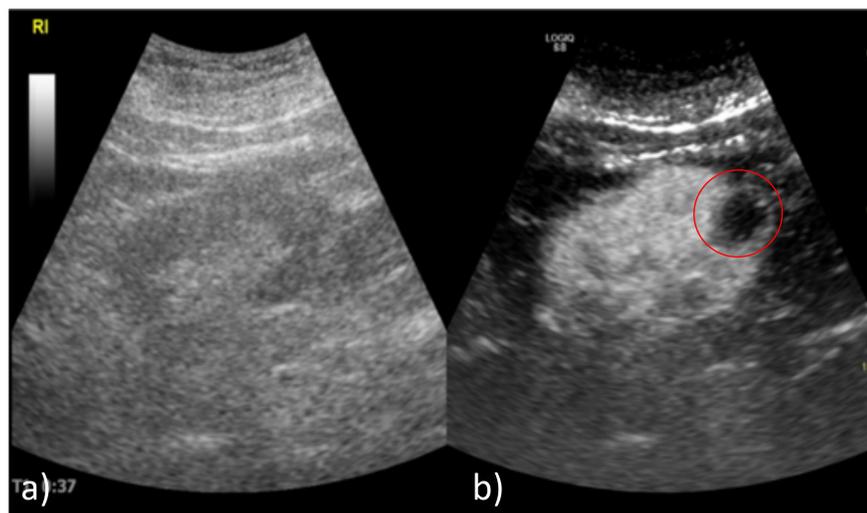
Absceso renal (flecha roja) en el polo inferior del riñón derecho en paciente que acude por dolor en el CSD. Ecografía sin (a) y con potenciador (b).
